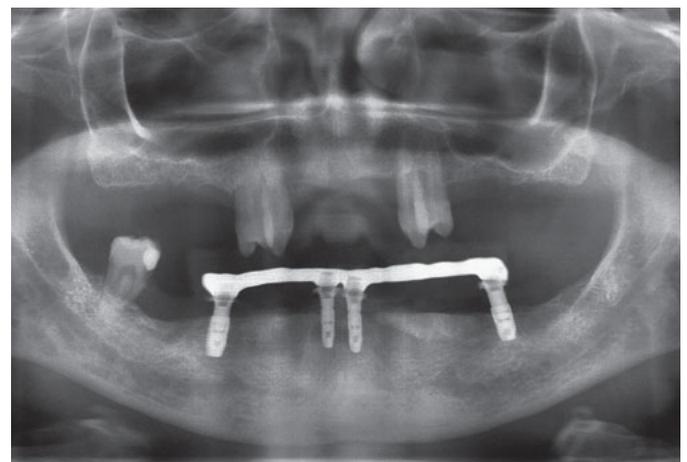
Kontrollröntgenbild sieben Wochen nach Eingliederung des implantatgetragenen Zahnersatzes.
